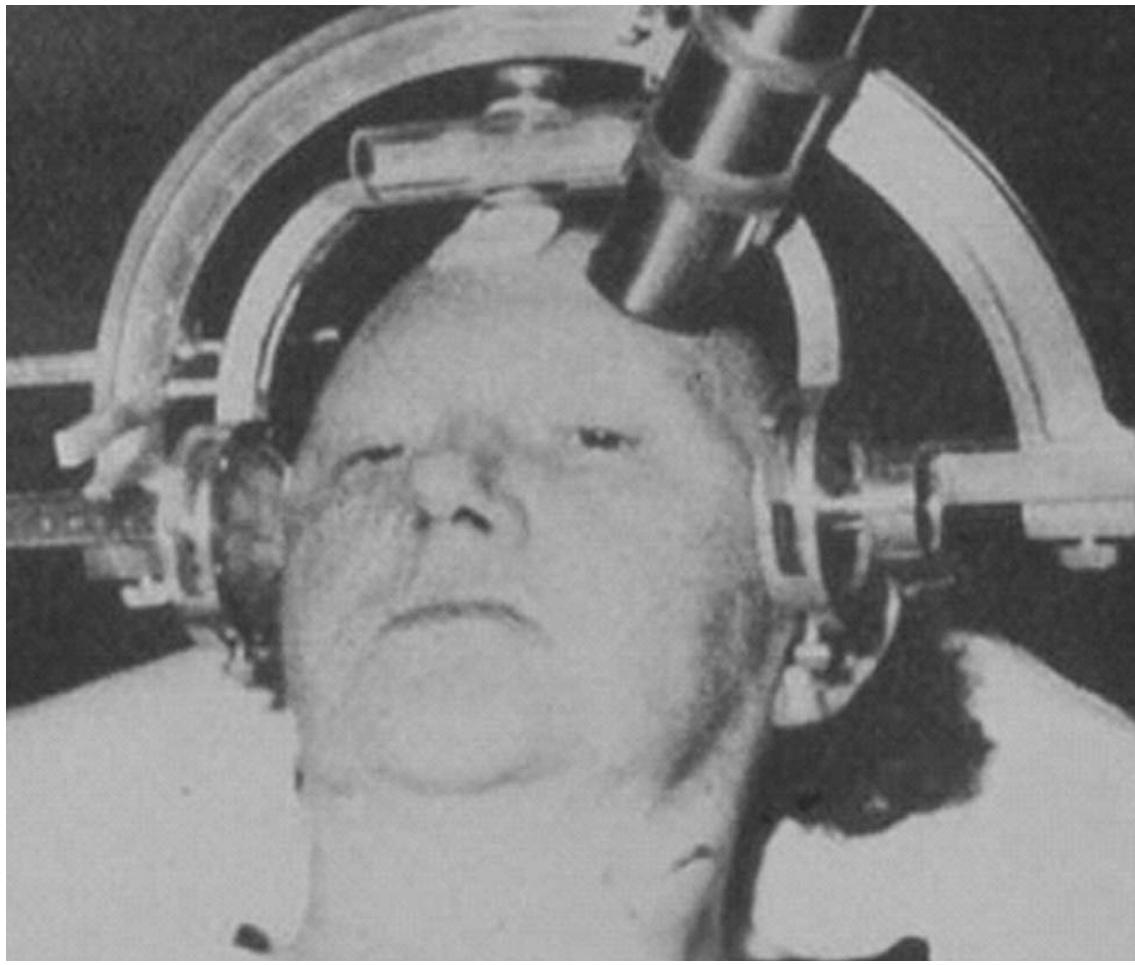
The first trial of stereotactic radiosurgery used a 200 kVp X-ray tube mounted on a stereotactic frame (Courtesy of Elekta AB, Stockholm, Sweden).
